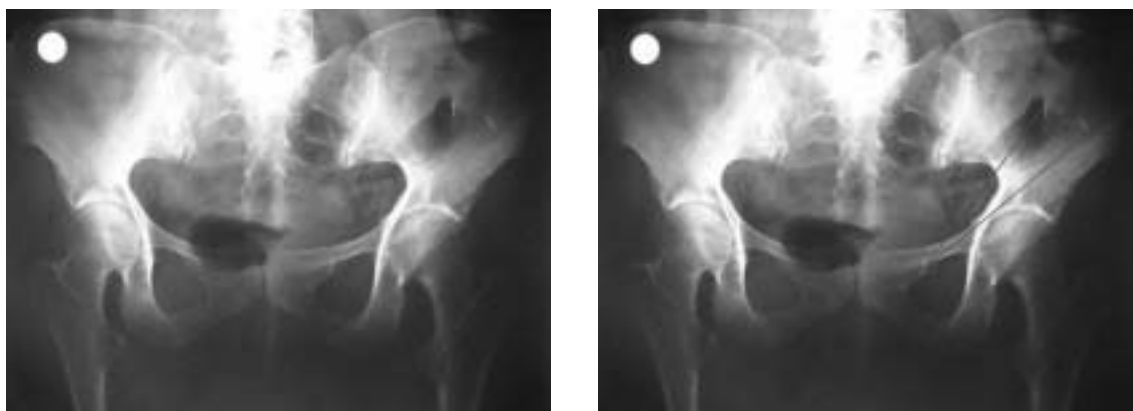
A la izquierda una radiografía de abdomen simple antero-posterior centrada en pelvis. A la derecha, el triángulo al unir los corchetes.
